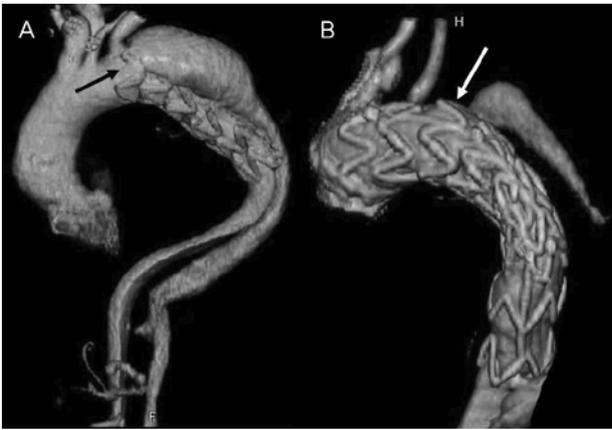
Immagini di tomografia computerizzata di due diversi tipi di endoleak: tipo I prossimale (freccia in A) e tipo II da collaterale, per rivascolarizzazione retrograda da parte dell'arteria succlavia (freccia in B).
